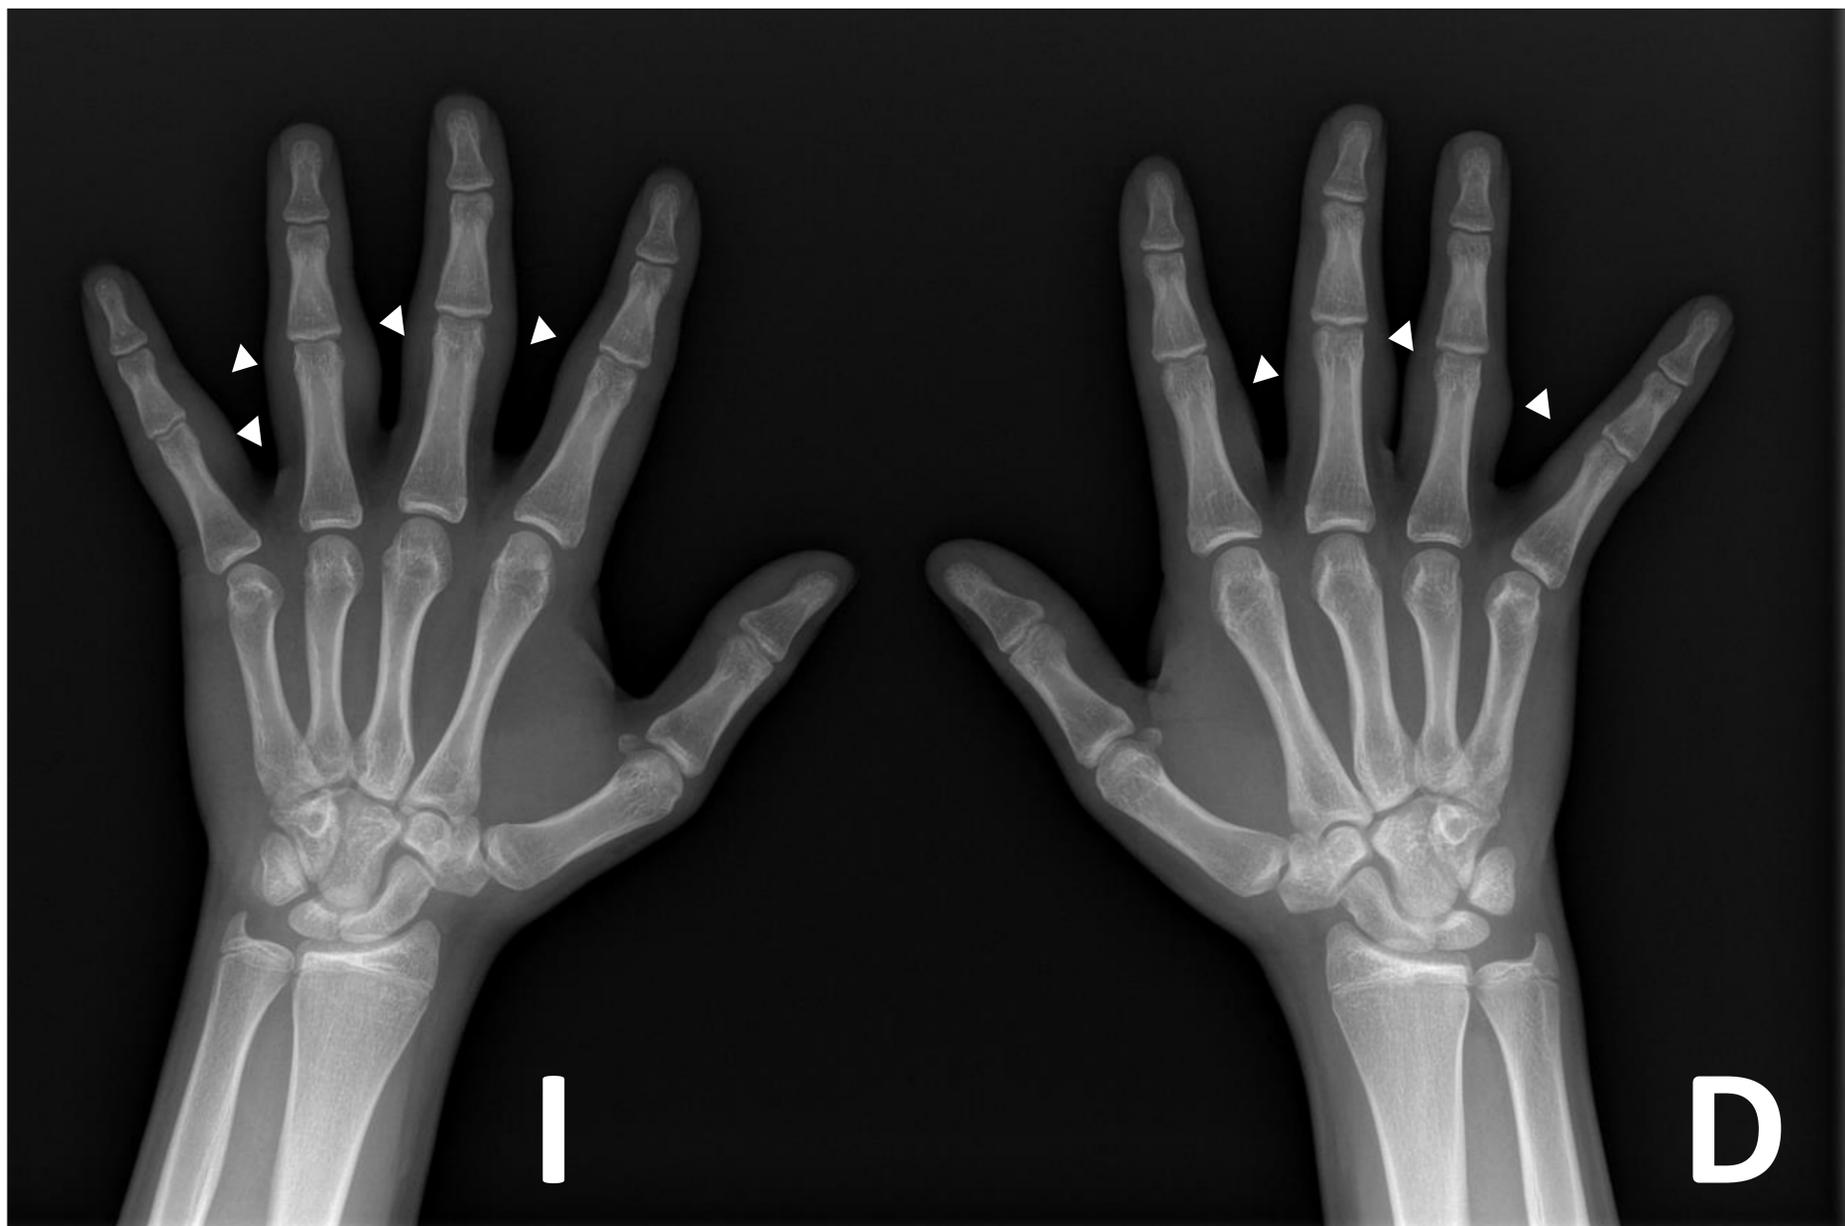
Estudio radiológico del caso. Radiografía en proyección AP de ambas manos. Obsérvese un engrosamiento de tejidos blandos circundantes a las articulaciones IFP, sin alteraciones óseas o articulares.
